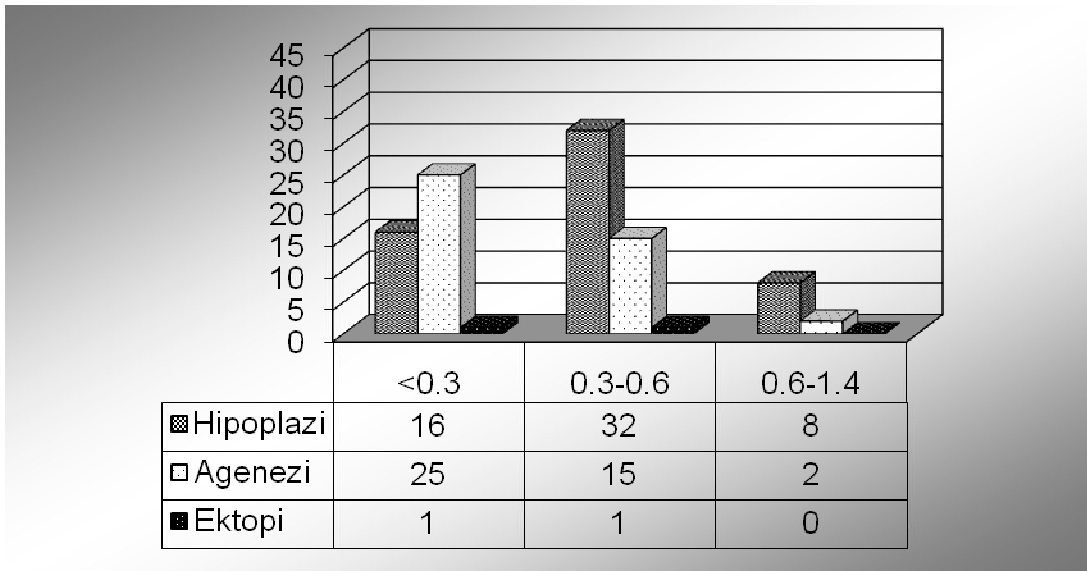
Ultrasonografi bulguları
